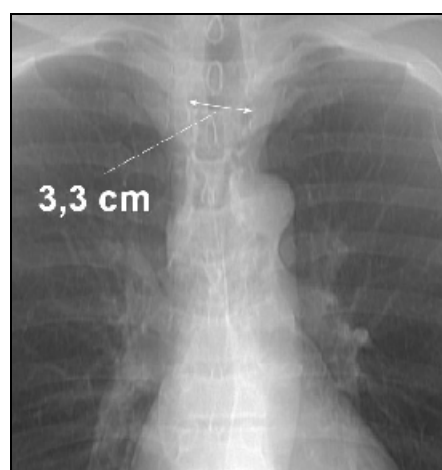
Radiografia do tórax, em PA, demonstrando aumento do diâmetro da traquéia.
